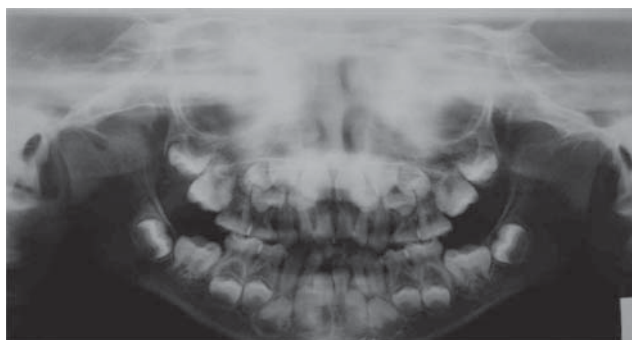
Radiografia panorâmica aos seis anos de idade, evidenciando pobre desenvolvimento inadequado da maxila e cronologia de erupção de acordo com a idade
